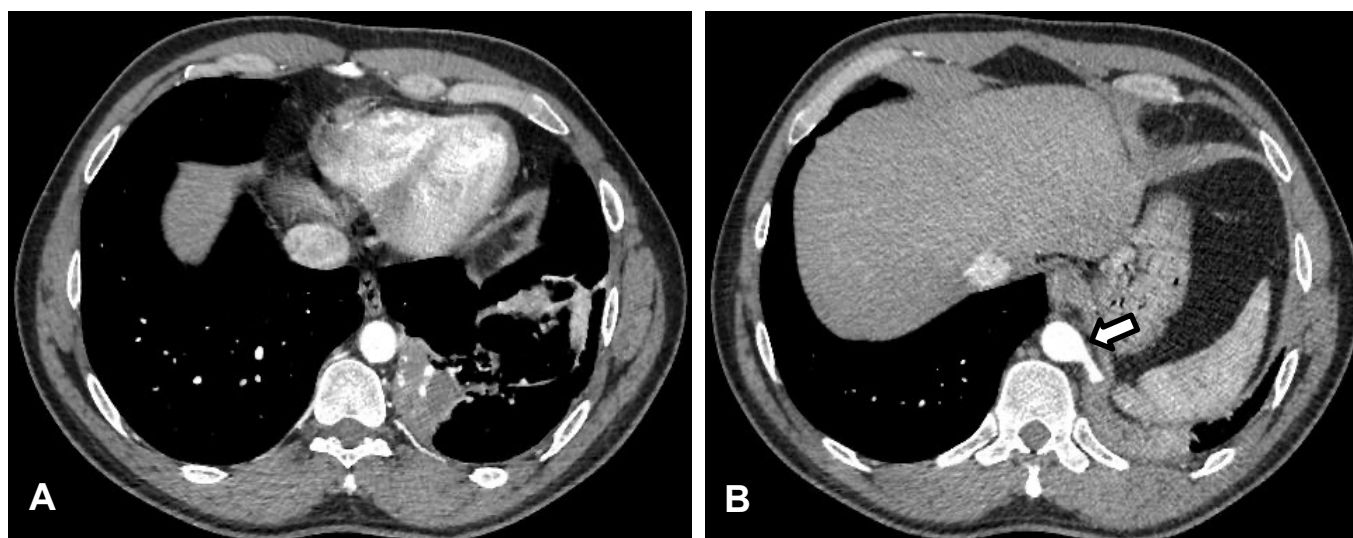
Tomografia de tórax evidenciando radiopacidade homogênea em pulmão esquerdo, correspondente a um sequestro pulmonar extralobar em lobo inferior esquerdo (A), irrigado por ramo aórtico - seta (B).
